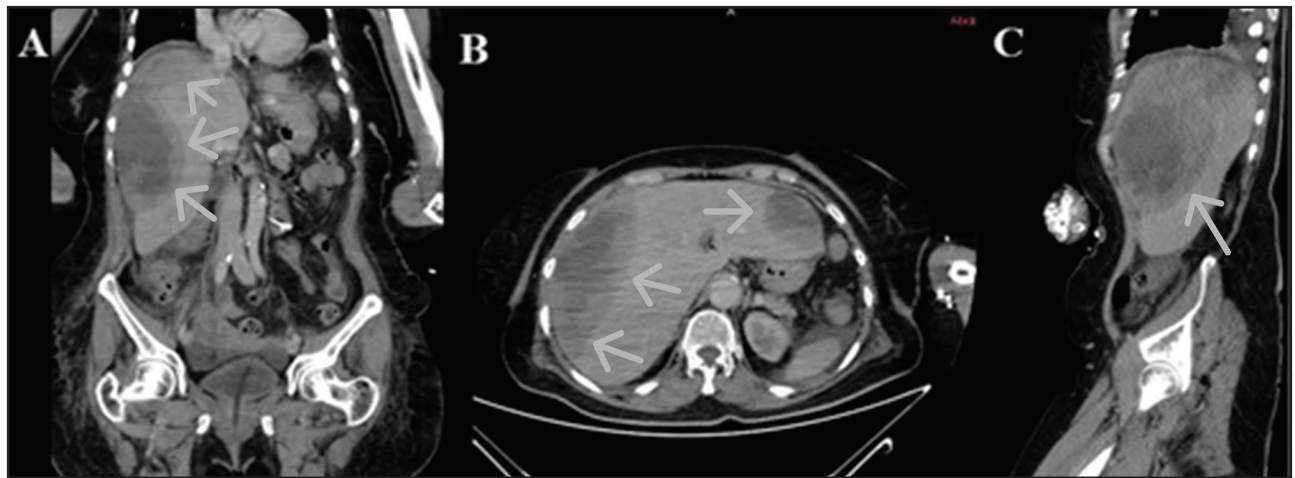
Cross sectional images of subcapsular hematoma on computed tomography (Arrows) (A. Coronal, B. Transvers, C. Sagittal).
